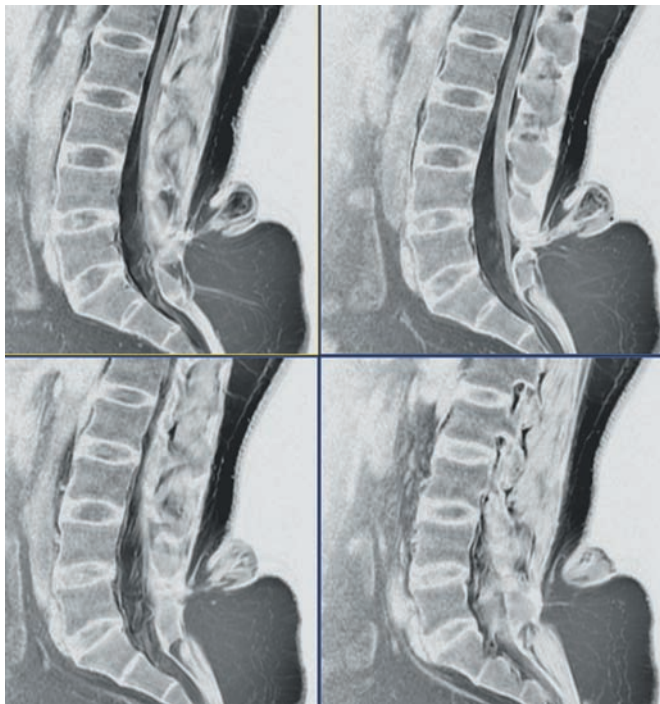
МРТ (серия сагиттальных срезов), изображения view inverse. Грыжевой мешок оттеснен кверху нижерасположенной экстравертебральной липомой. Гериальные структуры, фиксирующие спинной мозг, перекидываются через аномальную кольцевидную дужку наподобие веревки, перекинутой через подъемный блок лебедки. О постепенном нарастании жировой ткани вокруг грыжи свидетельствует довольно глубокая кожная складка между шейкой грыжи и окружающей кожей.
